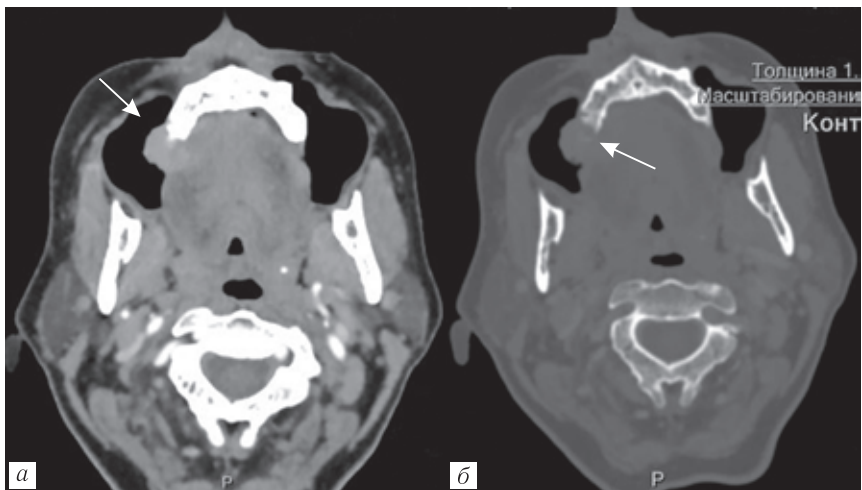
опухоль слизистой альвеолярного отростка верхней правой верхней челюсти, КТ-исследование с раздутыми щеками, аксиальная проекция: *а* — видна опухоль альвеолярного отростка, не переходящая на слизистую оболочку щеки; *б* — костная деструкция оценивается в костном окне (стрелка)
